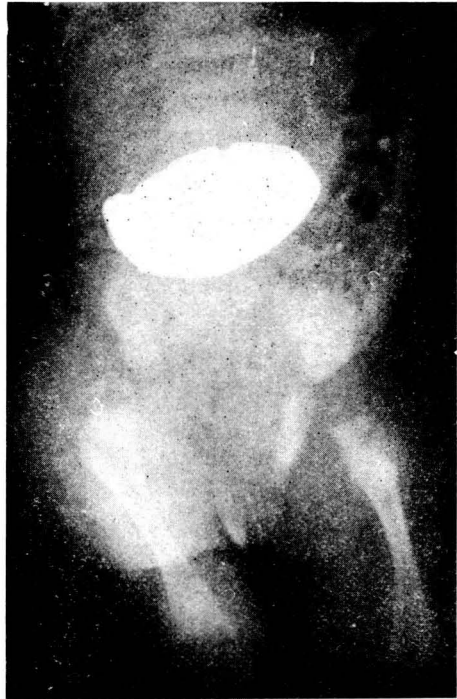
Estenosis congénita del piloro en una niña de treinta y cinco días. Como es típico en estos casos los síntomas se presentaron después de un *intervalo libre* de varios días (a los treinta días en este caso). Radiografía practicada treinta y ocho horas de haber ingerido la papilla. Fase de fatiga; ausencia de contracciones peristálticas. El pronóstico de esta afección es bueno si la intervención se practica a tiempo.
